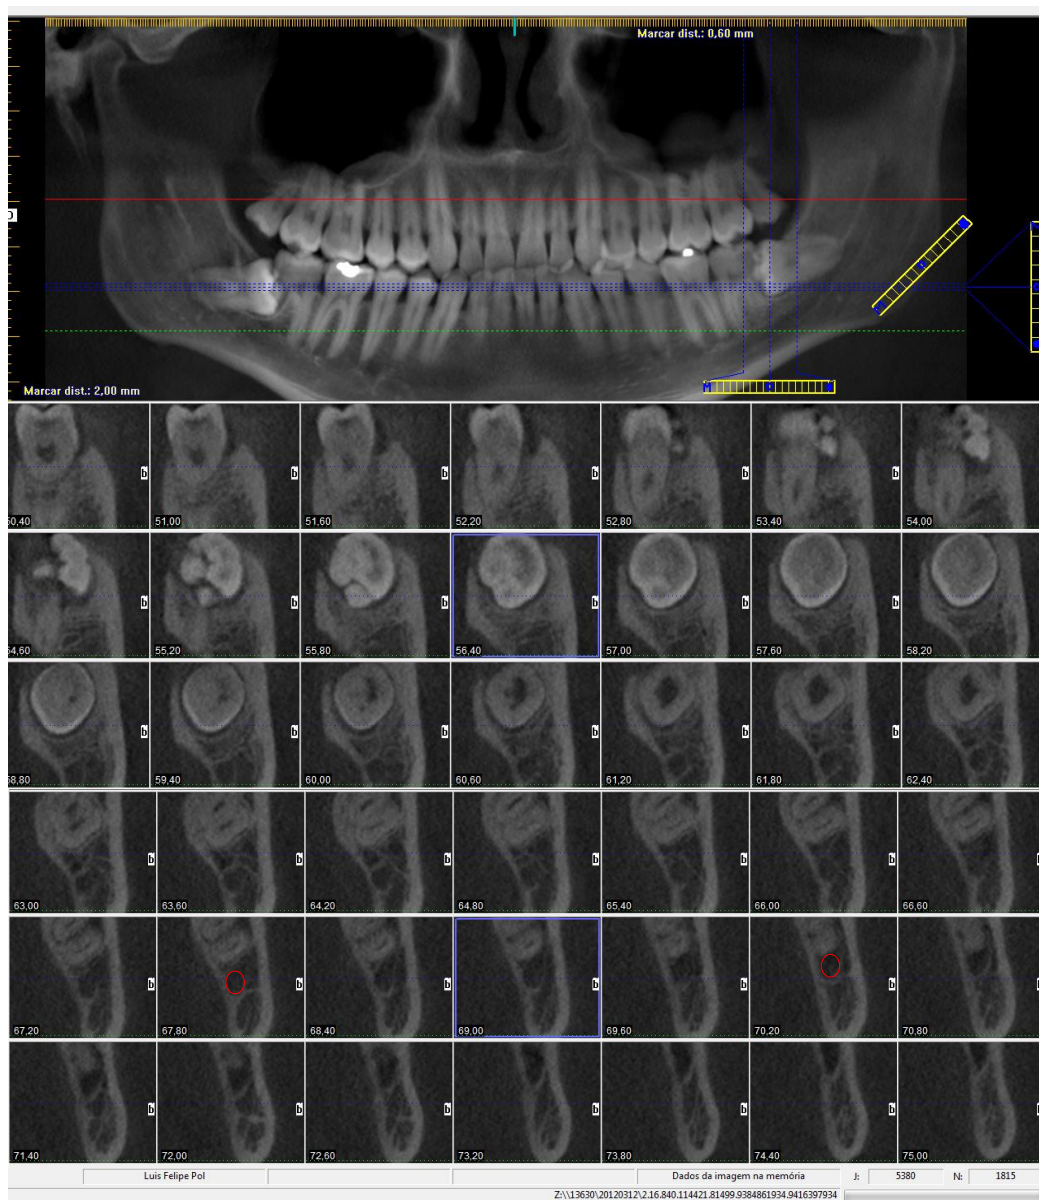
d. Reconstituição panorâmica da tomografia e cortes parassagittais da região do 38 (em vermelho canal mandibular).
